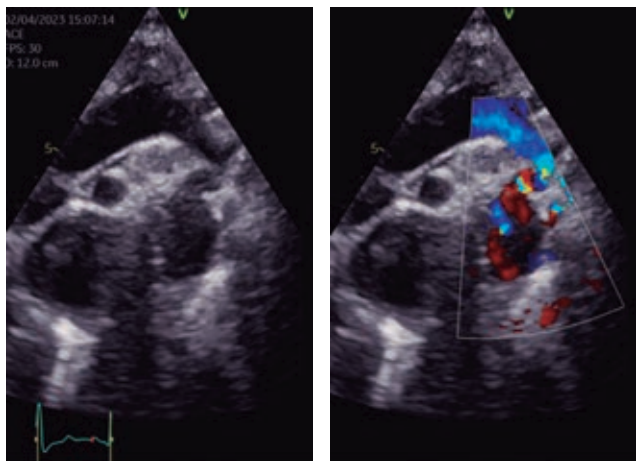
Imagen en 2D y Doppler color de arco aórtico con zona de coartación a nivel yuxtaductal.
